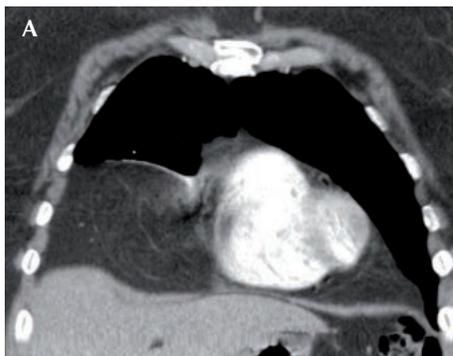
Tomografía coronal donde se demuestra una hernia de Morgagni. El defecto diafragmático contiene epiplón. La línea y opacidad que se muestra dentro de la grasa representan los vasos del epiplón.
